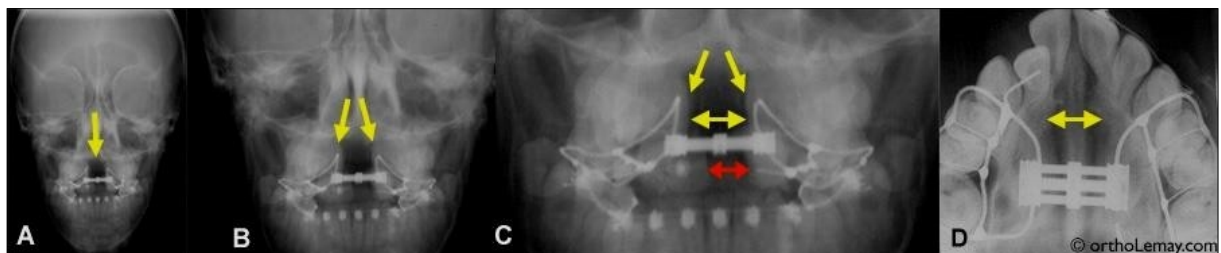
image sur radiographie montrant l'effet d'une disjonction maxillaire sur le palais et les fosses nasales
